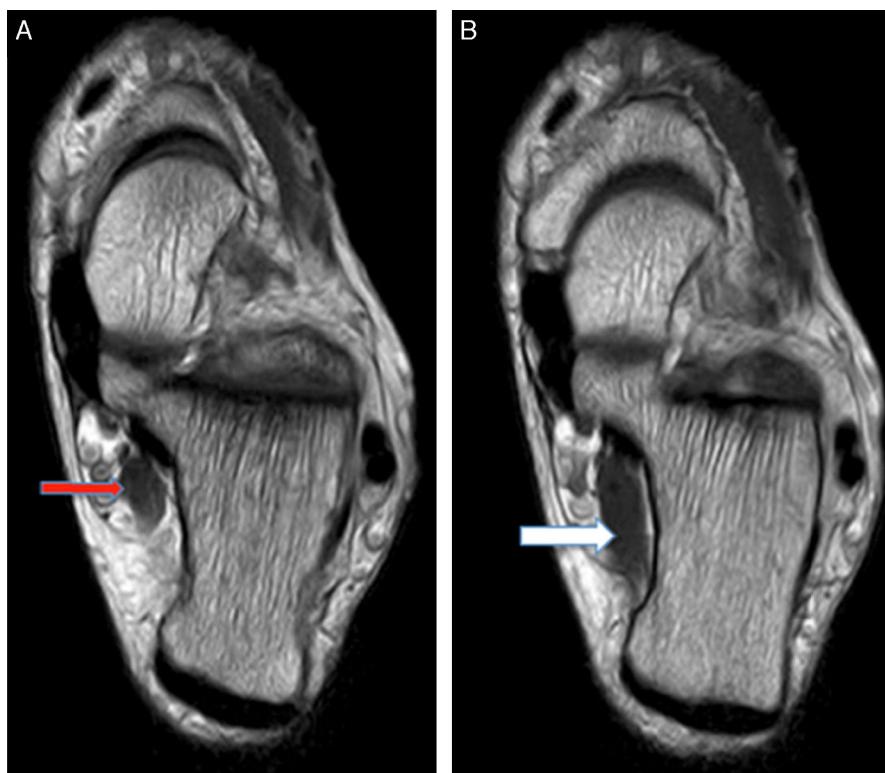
A) y B) Cortes axiales de RM de tobillo izquierdo. A) Trayecto del FDLA en el túnel tarsiano (flecha roja). B) Inserción FDLA en el músculo cuadro plantar (flecha blanca). El color de esta figura solo puede apreciarse en la versión electrónica del artículo.
